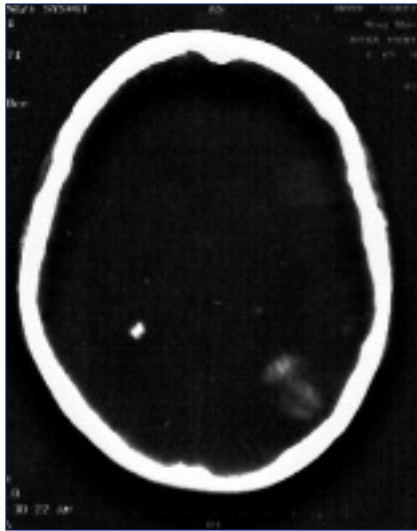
TAC CE (Internamento). Aumento do edema peri-focal com diminuição do tamanho da lesão hemorrágica. Não se visualiza a hiperdensidade do seio recto, descrita no exame realizado no SU.
